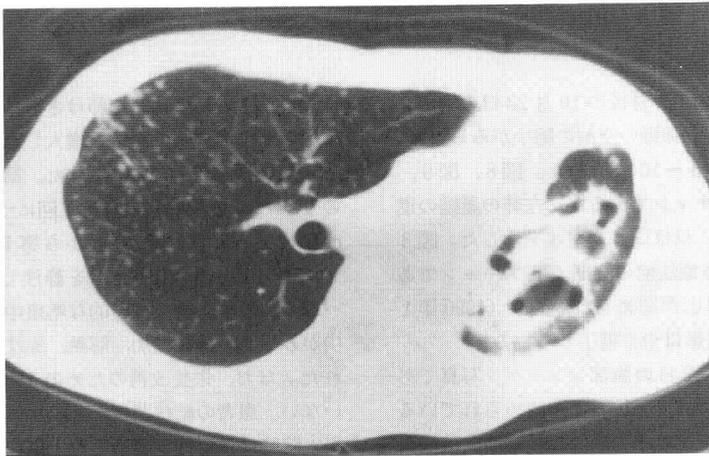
1989年9月7日(養子免疫療法前)の胸部CTスキャン
